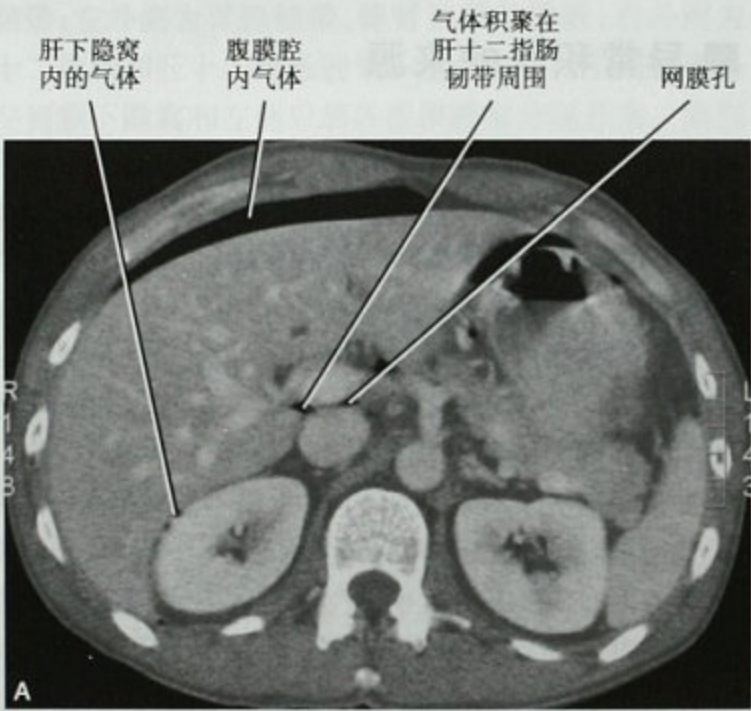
A. 十二指肠溃疡穿孔患者的横断位增强 CT 扫描;B. 同一患者更足侧层面的图像
